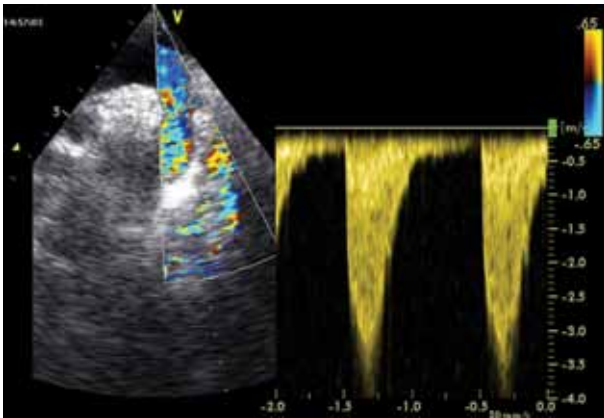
Preoperative echocardiography demonstrates re-CoA and AAH with a gradient of 40 mmHg.
